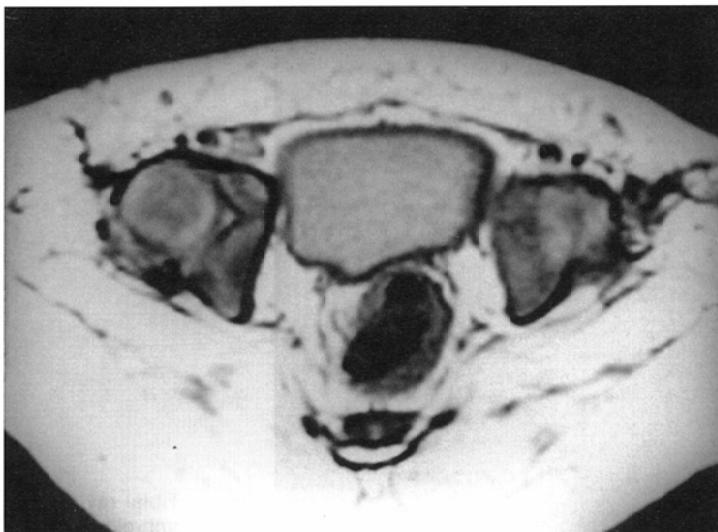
Arthrogryposis multiplex congenita (1-year-old boy). Proton density weighted axial MR image of the hip reveals severe muscle atrophy of the pelvic girdle.
